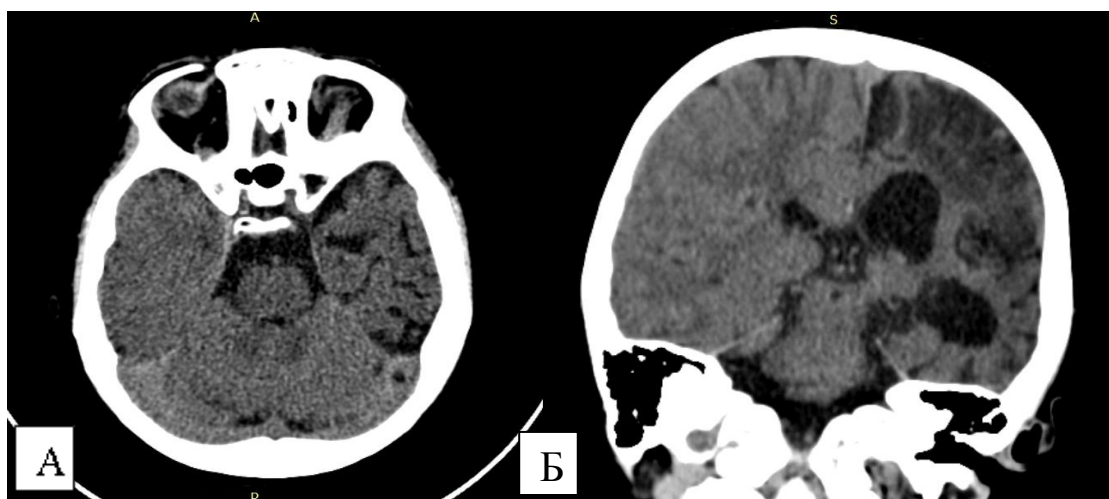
СКТ головного мозга пациента Б-ва, 8 лет, история болезни №2474-2015. А. Атрофические изменения левой височной доли, аксиальный срез. Б. Кистозно-атрофические изменения левого полушария большого мозга, коронарный срез
